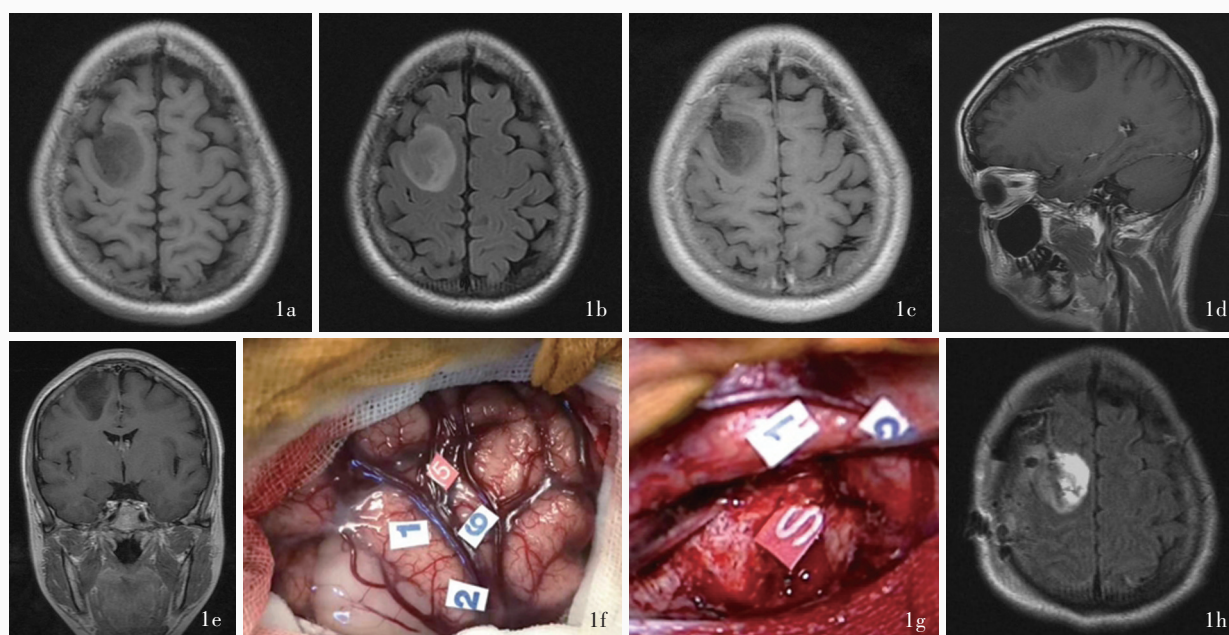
2017 年 10 月 27 日第一次唤醒开颅手术治疗新诊断胶质瘤。手术前后头部 MRI 和术中所见 1a 术前横断面 T₁WI 显示,右侧额叶类圆形实性占位性病变,呈略低信号 1b 术前横断面 T₂-FLAIR 成像显示,病变呈不均匀高或等混杂信号 1c 术前横断面增强 T₁WI 显示病灶无强化征象 1d 术前矢状位增强 T₁WI 显示病灶邻近白质纤维束无明显压迫 1e 术前冠状位增强 T₁WI 显示病灶与邻近白质纤维束关系密切 1f 术中切除肿瘤前直接皮质电刺激定位运动区(标记点 1 为拇指和食指运动区,标记点 2 为腕部运动区)和感觉区(标记点 5 为拇指感觉区,标记点 6 为食指感觉区) 1g 肿瘤达功能边界最大程度切除后直接皮质下电刺激定位运动传导纤维(标记点 S 为足部运动区) 1h 术后横断面 T₂-FLAIR 成像显示病变次全切除
